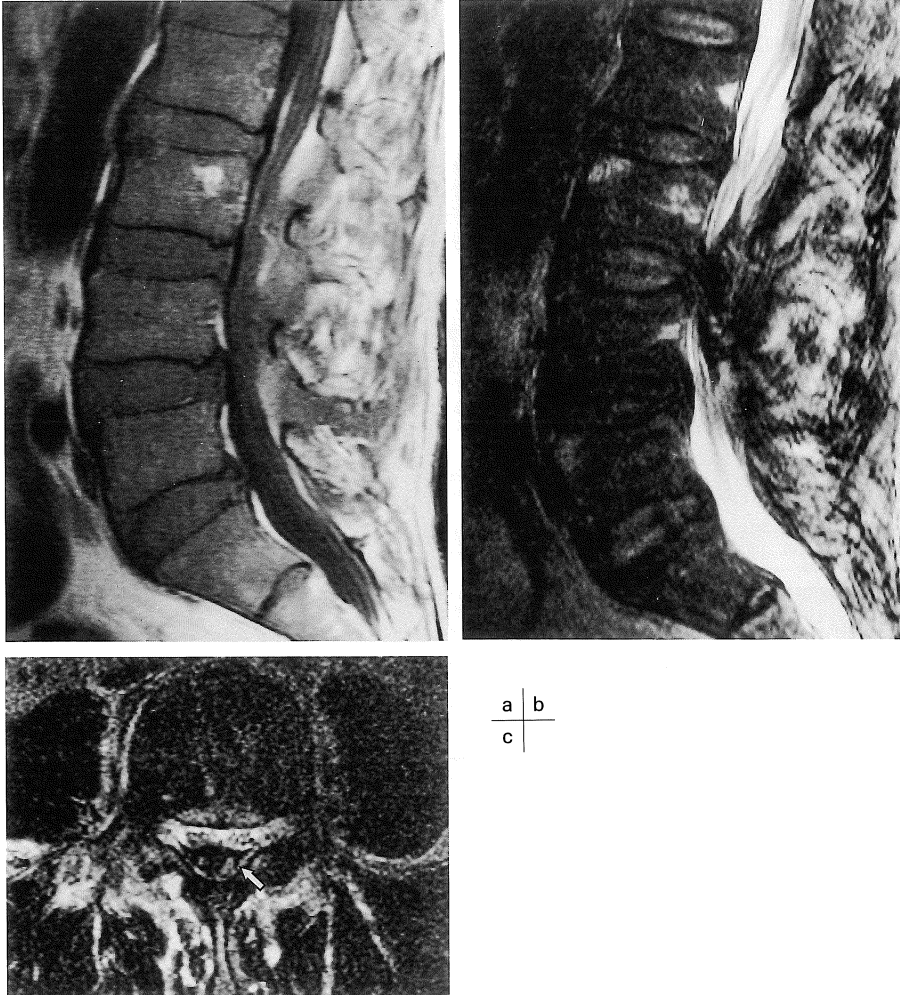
Case 1 MR images of lumbar spine.
